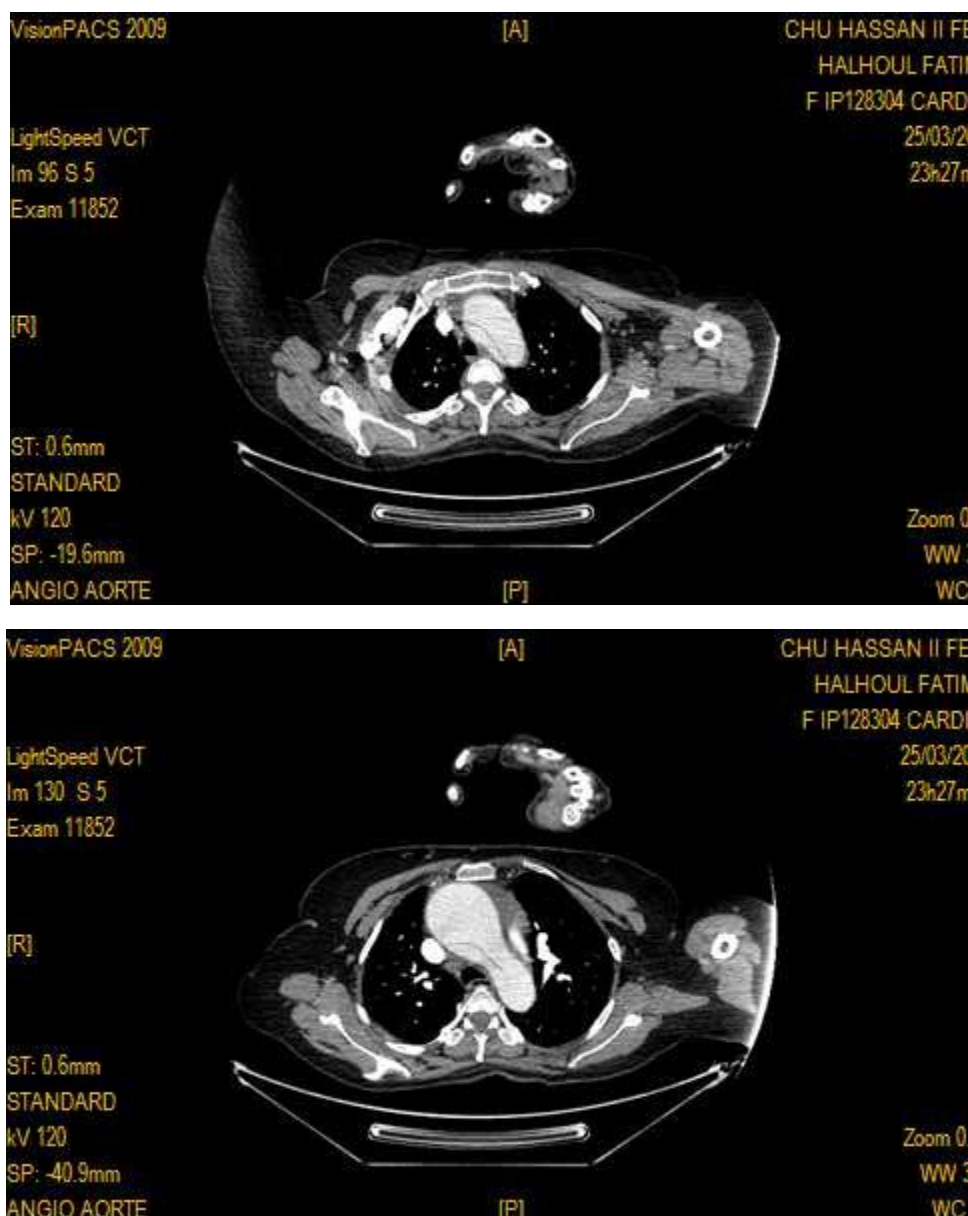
Angioscanner thoracique montrant un flap intimal intéressant l'aorte ascendante (angio-TDM du service de CCV du CHU de Fès)
